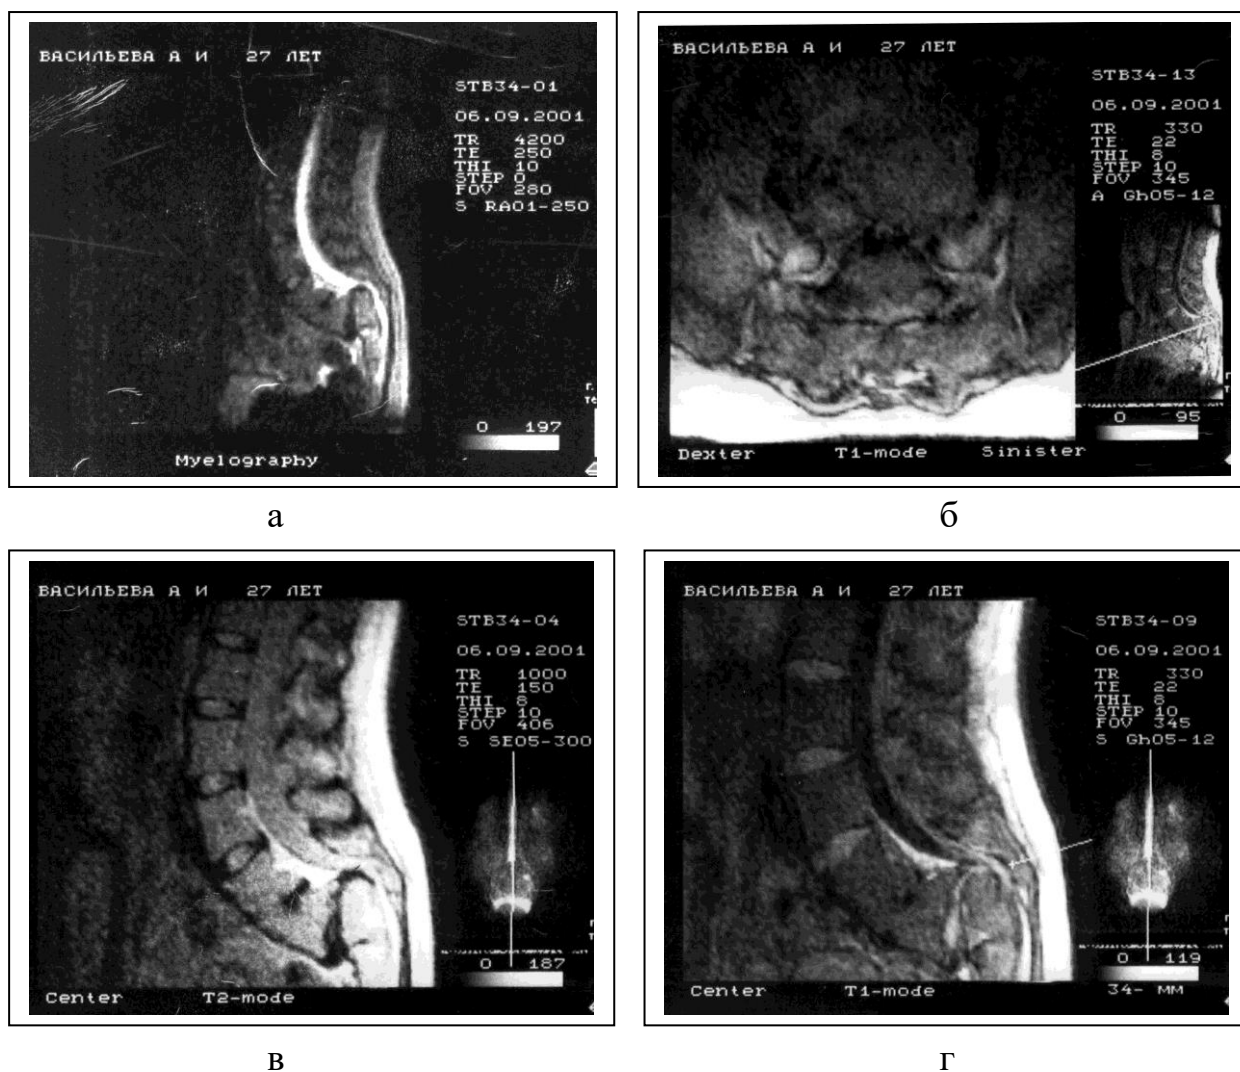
МР томограммы больной В. (диспластический стенозирующий спондилоптоз L<sub>5</sub>): расширение центрального участка ПК (а, в) и грубый латеральный стеноз между задне-верхним краем тела S<sub>1</sub> и суставными отростками L<sub>4</sub> (б, г).
